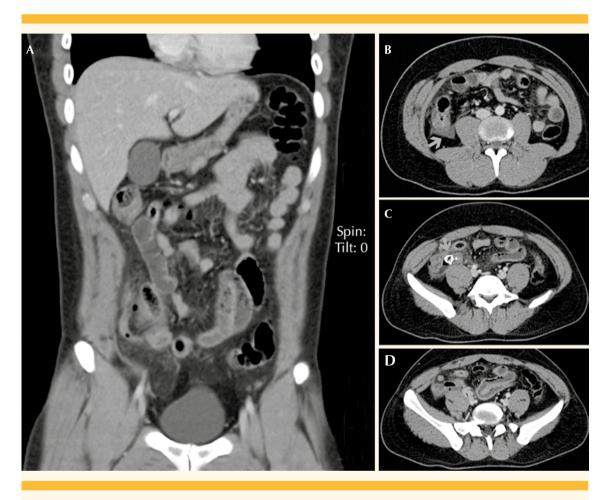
A-D. Paciente masculino de 36 años con síndrome doloroso abdominal agudo, con automedicación previa, calificación de 6 en la escala y un recuento de 14.50; se traslada al H.C.M. y en el estudio de TC se demostró en la RMP cambios en la grasa periapendicular, y en las imágenes axiales fecalito apendicular y al apéndice con afección inflamatoria aguda con líquido periapendicular, complicada con perforación con formación de absceso periapendicular.
